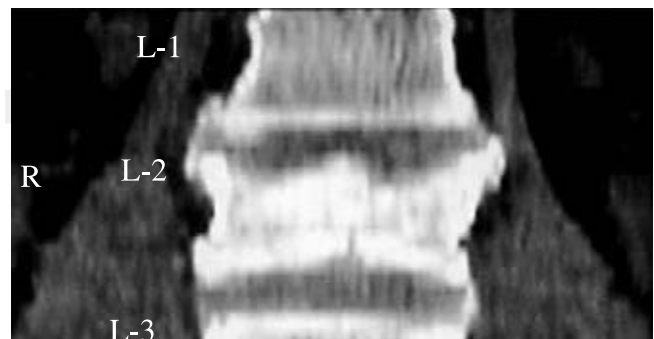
TAC prequirúrgica coronal.
